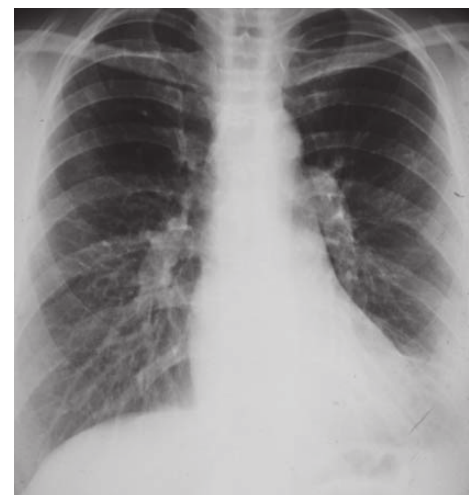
Thoraxröntgenbild nach 14 Monaten postoperativ
